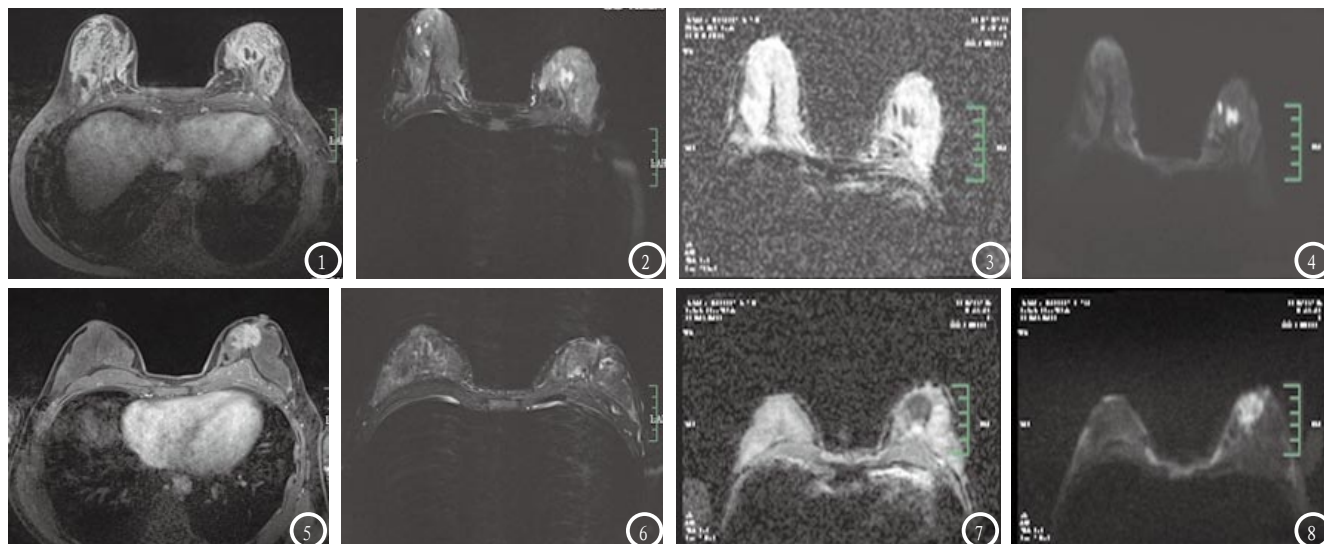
3.0T MRI动态增强扫描图像；图2 T2WI+脂肪抑制图像；图3 ADC图；图4 DWI (b=1000) 图。图5 3.0T MRI动态增强扫描图像；图6 T2WI+脂肪抑制图像；图7 ADC图；图8 DWI (b=1000) 图。
